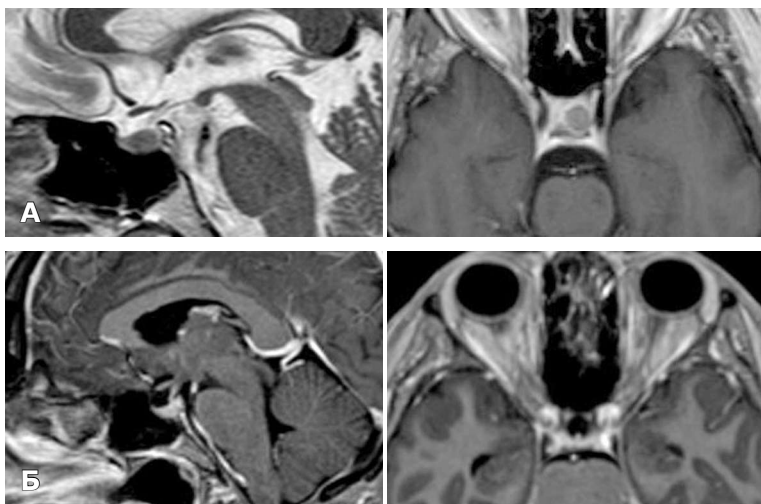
МРТ хворого К., 36 р. з мікроаденомою гіпофіза, що секретує АКТГ, у задніх відділах аденогіпофіза. Стан: А — до операції; Б — після операції.
